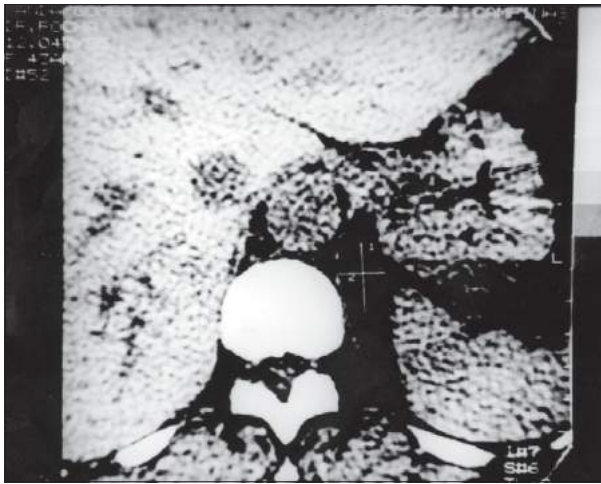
Tomografia mostrando pequeno tumor na supra-renal esquerda, tratado por laparoscopia.
